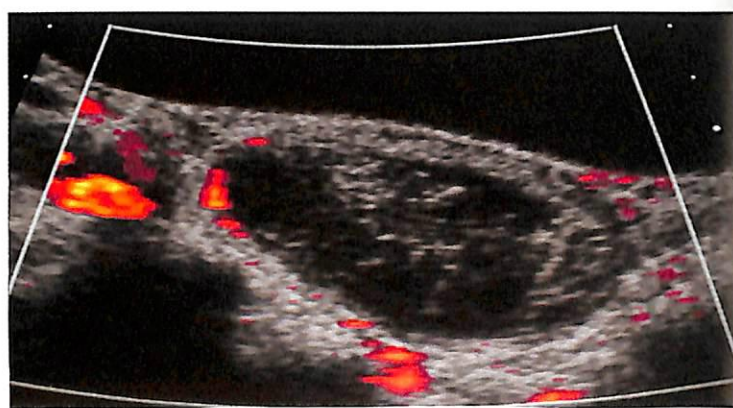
Острый перекрут яичника. (А) При УЗИ правых придатков в продольной плоскости определяется неоднородное тканевое образование. (В) При энергетическом доплеровском
